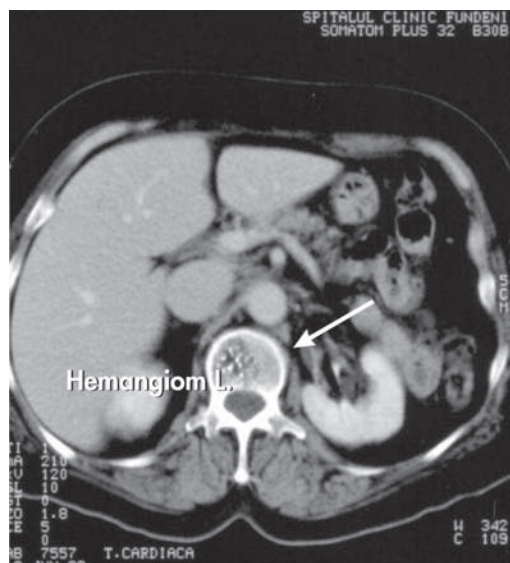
Examenul CT lombar: hemangiom L1
